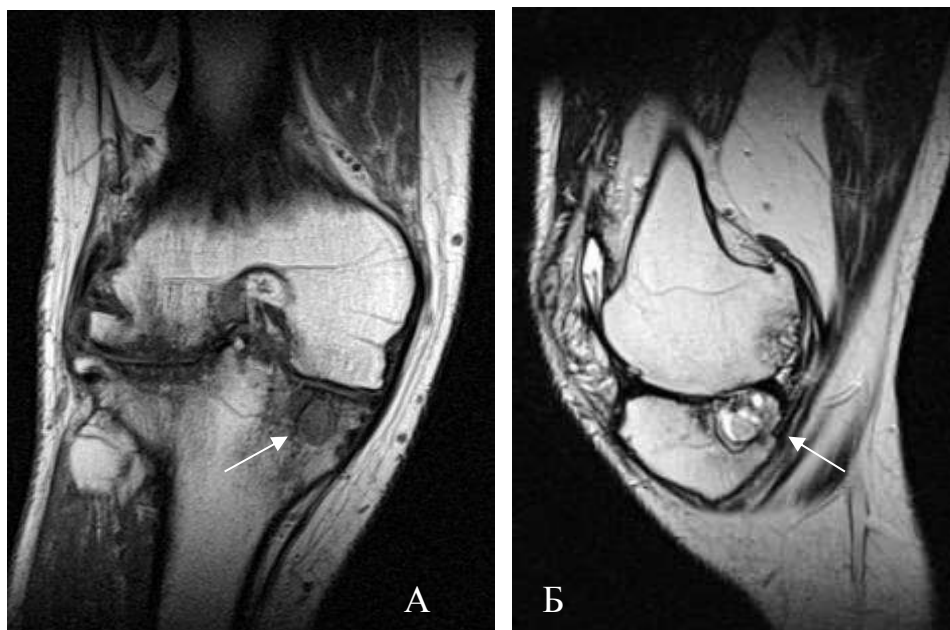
МРТ коленного сустава в коронарной проекции в режиме T1-ВИ (А) и сагитальной проекции в режиме T2-ВИ (Б). Крупная киста (1,2x1,0 см) в задних отделах медиального мыщелка большеберцовой кости, с разнородным содержимым. Уплотнение суставных поверхностей. Выраженные краевые костные разрастания в области латеральных мыщелков бедренной и большеберцовой костей. Мелкие субхондральные эрозии бедренной и большеберцовой костей.
